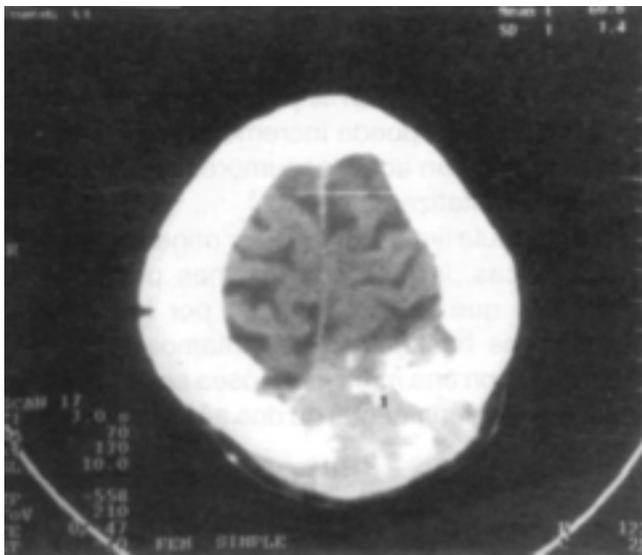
La tomografía axial computarizada (TAC) de cerebro corroboró la destrucción ósea y evidenció crecimiento tumoral hacia la dura.
